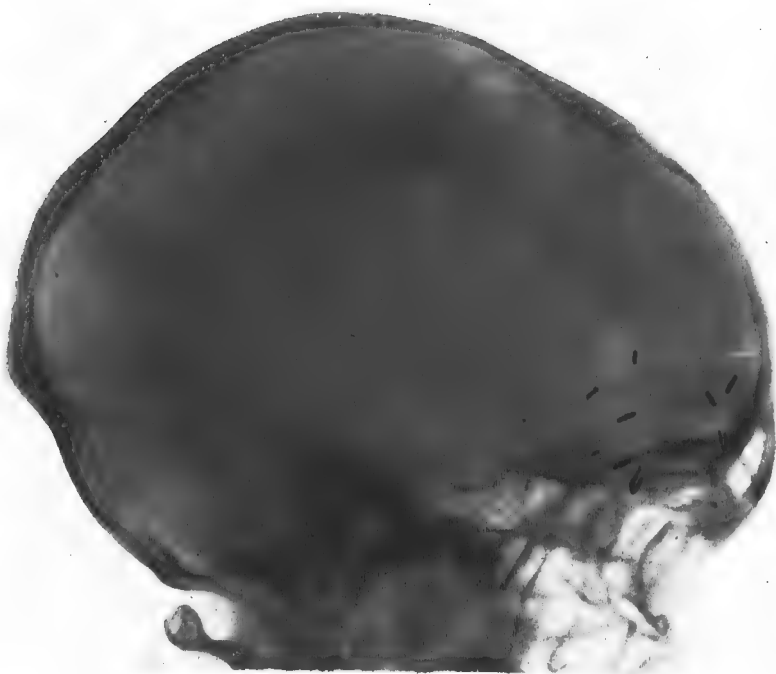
Profils radiographiques avant et après l'opération.
